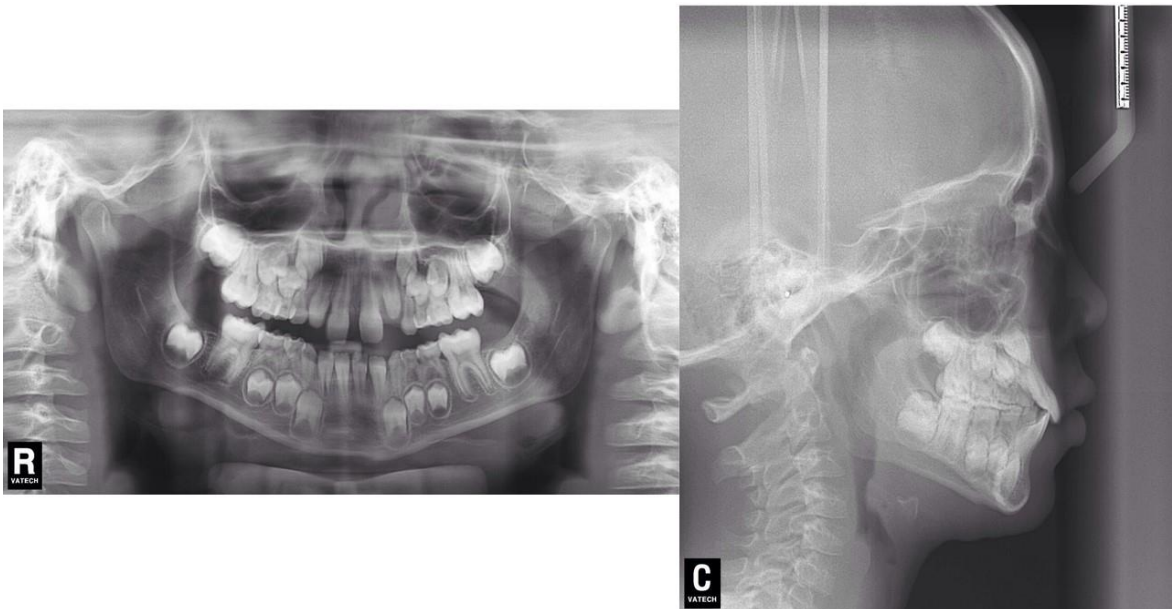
Radiografia panorâmica e Telerradiografia pós ERM.
